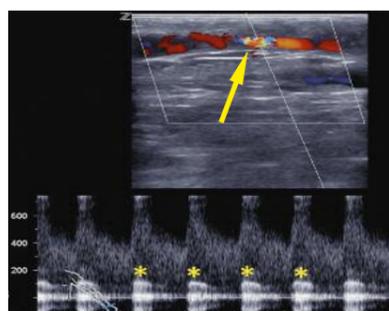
Duplexsonografischer Nachweis einer Shuntstenose Typ 2 im Punktionsareal mit Aliasing (Pfeil), Möwenschrei-Phänomen (Sterne), und Flussbeschleunigung > 600cm/s.
